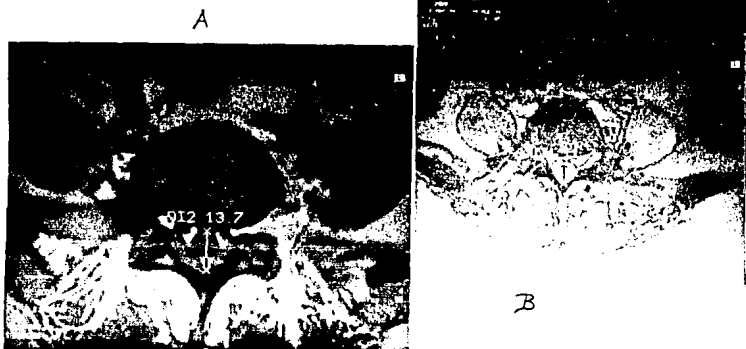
RESONANCIA MAGNETICA AXIALES T1. A) A NIVEL DE S1, MOSTRANDO DIAMETRO ANTEROPOSTERIOR NORMAL DE 13.7 MM. B) PRESENTA DIAMETRO A.P. DE 11.7 CONSIDERADO DENTRO DE LIMITES NORMALES.
